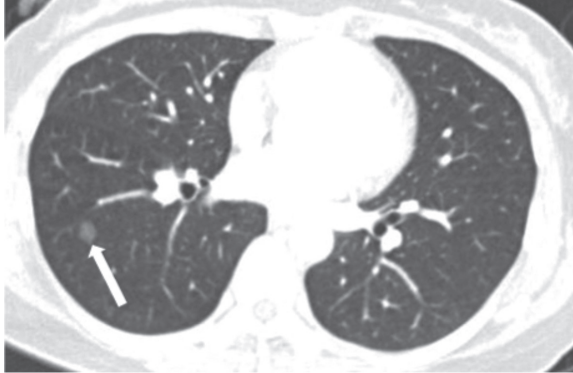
41-year-old woman with pure ground-glass nodule. CT scan shows about 9 mm sized ground-glass nodule in right lower lobe (white arrow). This nodule was pathologically confirmed as adenocarcinoma in situ.
